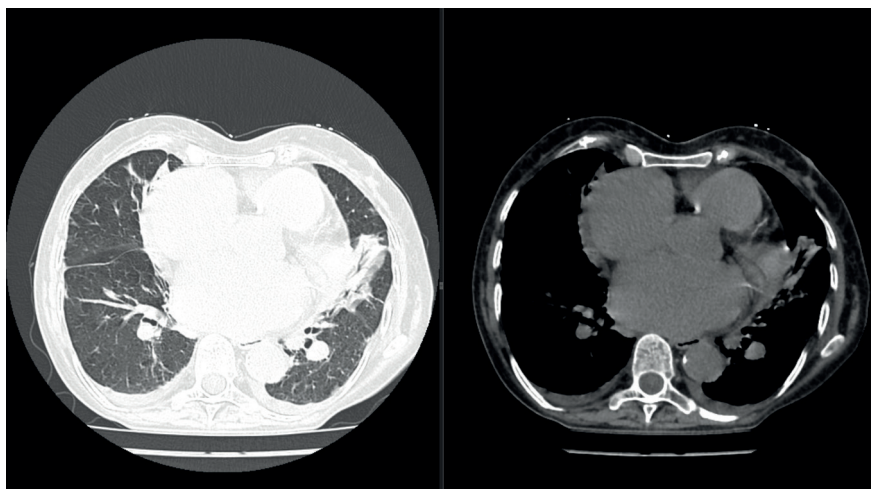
Tomografia computadorizada do tórax demonstrando, respectivamente, imagens no plano axial com janelas de parênquima pulmonar e mediastino. Na primeira imagem é possível avaliar a espessura do interstício pulmonar e a aeração do parênquima, sendo possível perceber atelectasia subsegmentar no lobo inferior esquerdo, com alguns brônquios aerados em seu interior (broncogramas aéreos), com as demais estruturas sendo mais mal visibilizadas. Na janela mediastinal é possível avaliar a morfologia das diferentes estruturas com densidades de partes moles, percebendo-se um coração de dimensões aumentadas (cardiomegalia), conteúdo líquido na cavidade pleural bilateral (derrame pleural) e alterações degenerativas das estruturas ósseas. Acervo do autor.
